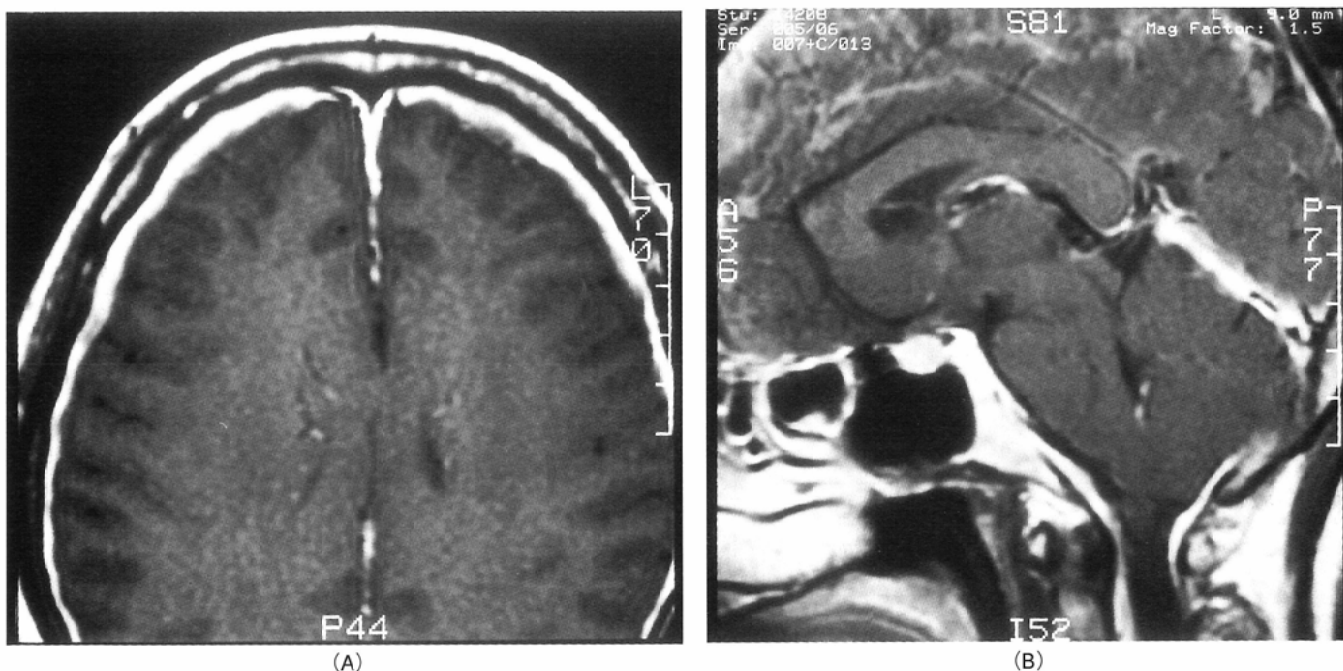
(patient 6)51-year-old women. (A)Gadolinium-enhanced axial T1-weighted spin-echo MRI shows diffuse thickening and intense enhancement of the pachymeninx.(B)The sagittal image shows pituitary enlargement. The pituitary height is 8mm.
